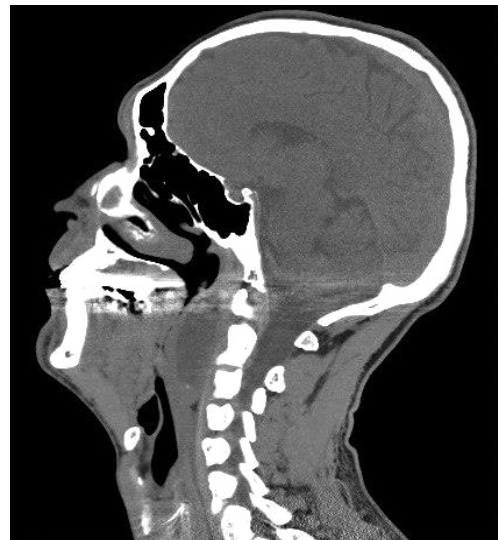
Комп'ютерна томограма кісти заглоткового простору хворого В., 41 рік, у сагітальній та аксіальній площинах.
